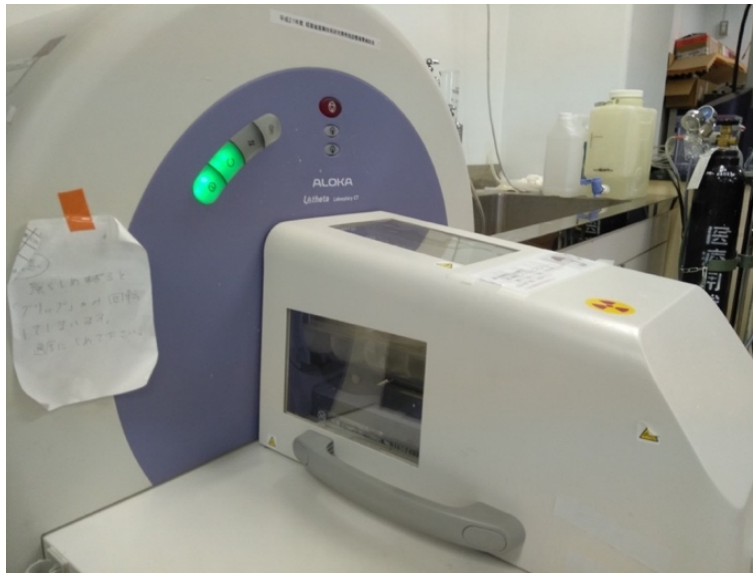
マイクロCT (Latheta LCT-200, 日立アロカメディカル, 東京, 日本)
